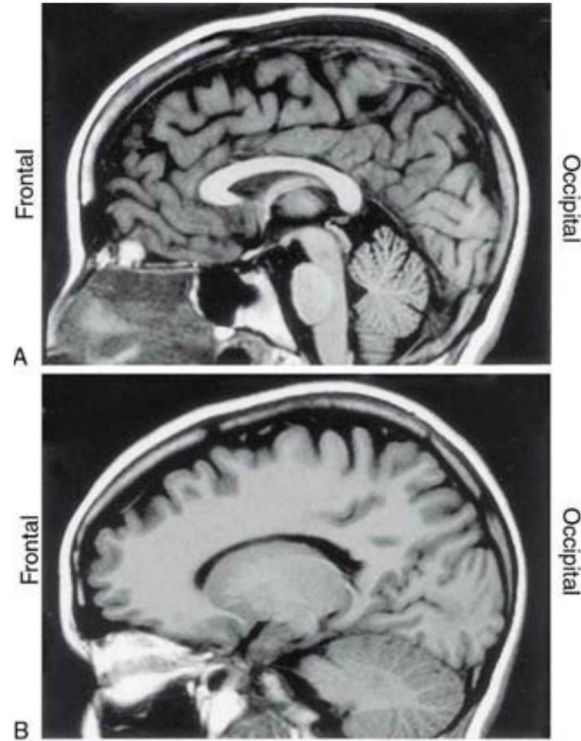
Imagen de RM del encéfalo en el plano sagital y medio (A) y en un plano parasagital, que no pasa por la línea media (B). El lóbulo frontal aparece a la izquierda y el lóbulo occipital a la derecha. Las otras direcciones en el encéfalo pueden apreciarse comparando este plano con la figura 1-7.
